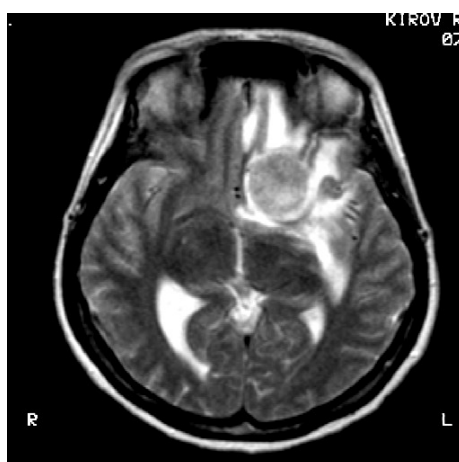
МР- томограмма больного 43 лет.
